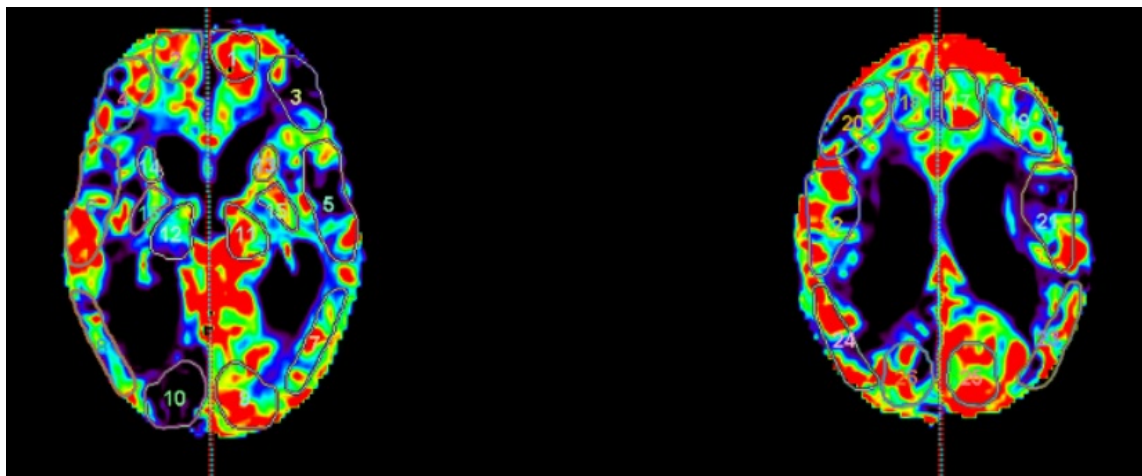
Зоны интереса для расчёта показателей перфузии
